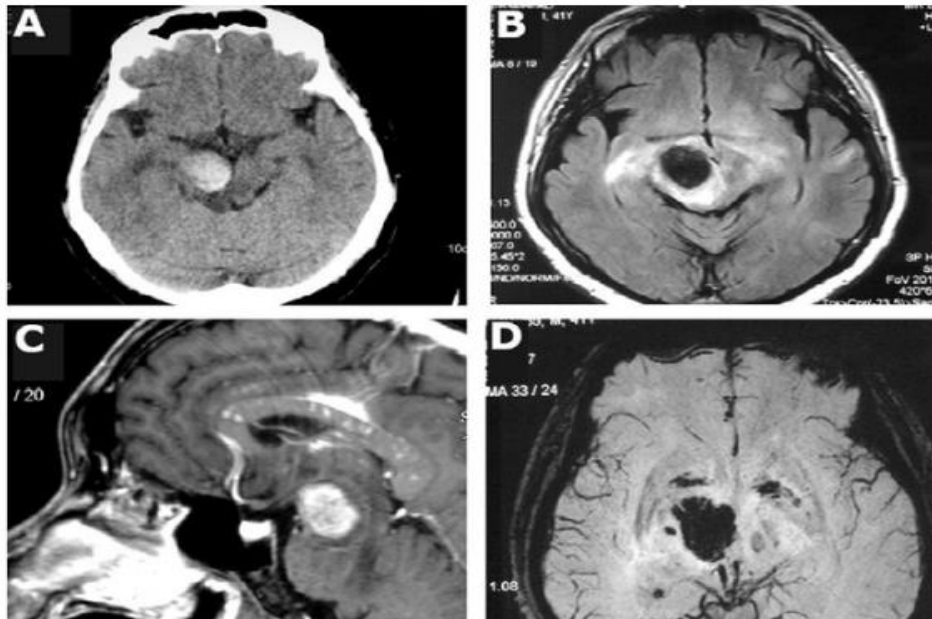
TC axial inicial (A) que muestra solo hemorragia solitaria del tronco del encéfalo y posterior imagen de RM FLAIR (B) de la región del mesencéfalo que muestra una lesión del parénquima bien delimitada a la derecha. Imágenes sagitales de RM en T1 (C) y por susceptibilidad axial (D) realizadas con gadolinio que muestra lesiones realzadas adicionales y una hemorragia grande con hemorragias circundantes pequeñas, respectivamente. Fuente: www.researchgate.net/publication/51764678_CNS_lymphoma_masquerading_as_hemorrhagic_stroke.
